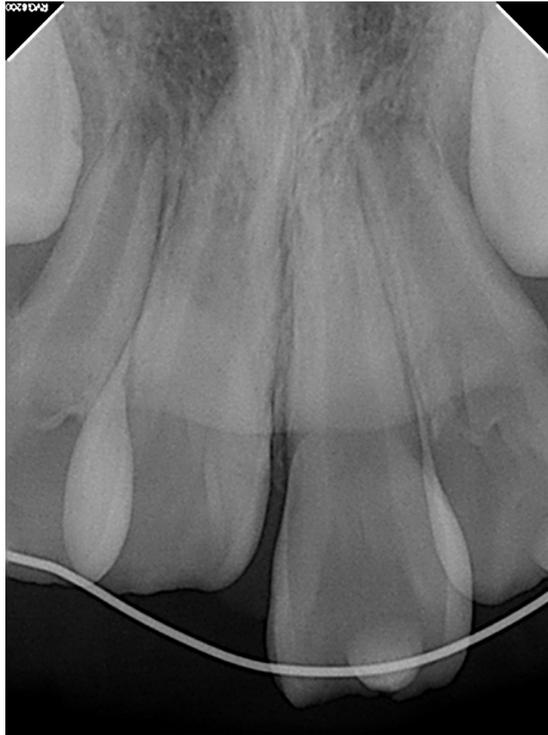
Periapical radiograph at the first visit showing intrusion of #11.
